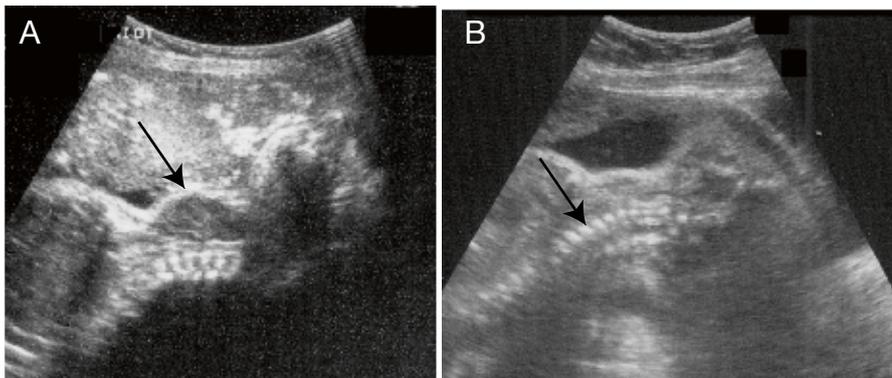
La constatation à l'échographie d'un goitre fœtal, signe le plus précoce de dysthyroïdie fœtale. (A) Goitre fœtal. (B) Thyroïde normale.
